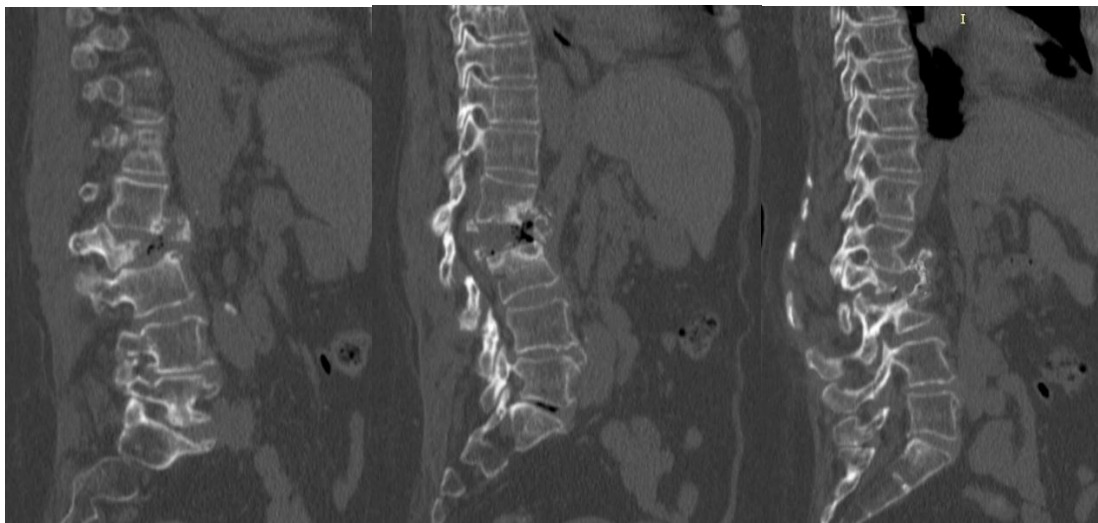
КТ пациентки Г., 56 лет до операции: на сагиттальных срезах определяется передний костно-фиброзный блок на уровне L1-L3
